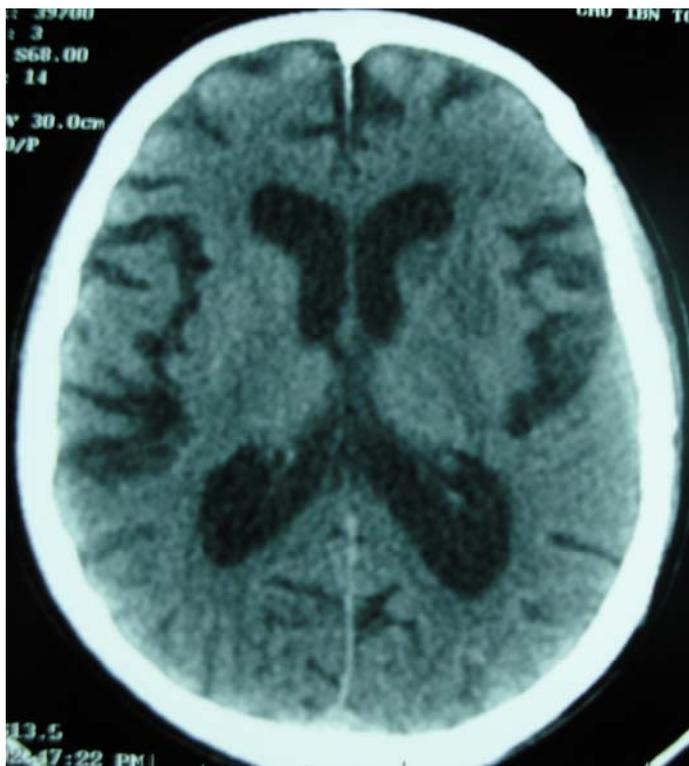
TDM cérébrale montrant un AVCi itératif avec atrophie cortico-sous-corticale.
